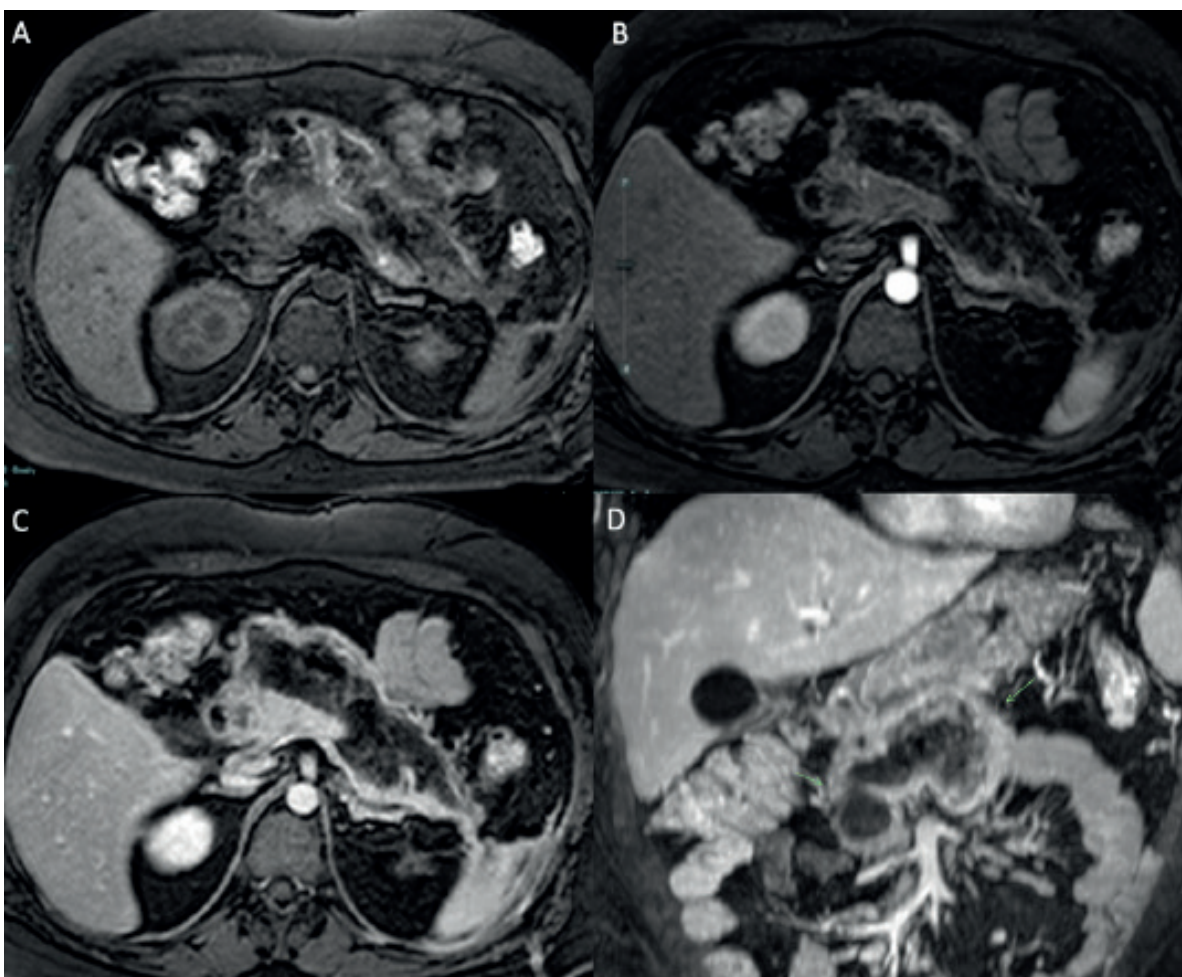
RMN. Disminución del tamaño de la colección peripancreática heterogénea mide actualmente 157 x 40 mm. Muestra además mejor definición de sus contornos. A. Corte axial T2 sin contraste. B. Corte axial T1 con contraste endovenoso. C. Corte axial T2 con contraste. D. Corte coronal T2 con contraste.
